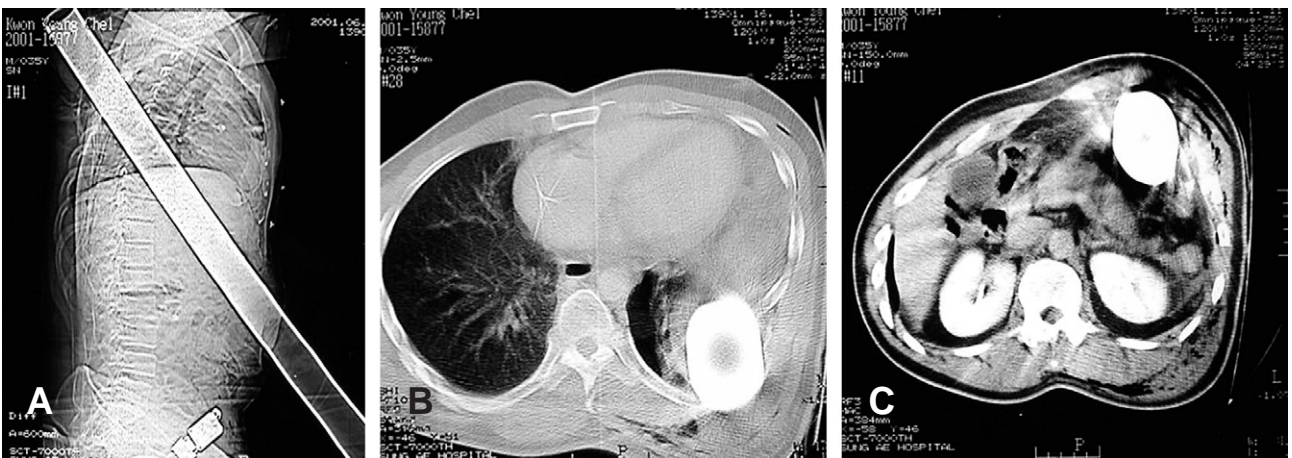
On chest CT, it was seen at left posterior arc that pneumothorax with multiple rib fracture by metallic pipe about 5cm diameter. On abdomen CT, it was seen that direct penetration injury of stomach with hemo-pneumoperitoneum
